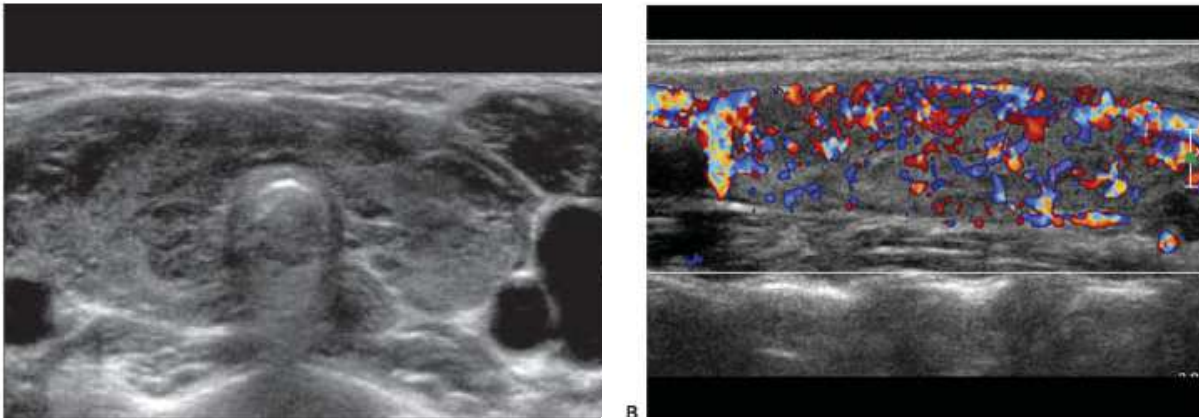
Image échographique transversale de la thyroïde chez une patiente de 6 ans atteinte de la maladie de Basedow qui montre un goitre avec une hétérogénéité hypoéchogène diffuse. Le Doppler couleur montre l'hypervascularisation. ⁽³⁵⁾
